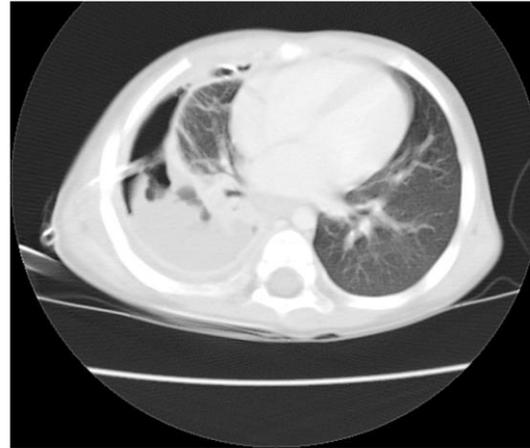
CT prior to first thoracotomy. Large right hydropneumothorax with a lot of fluid at the base of the right pleura.
